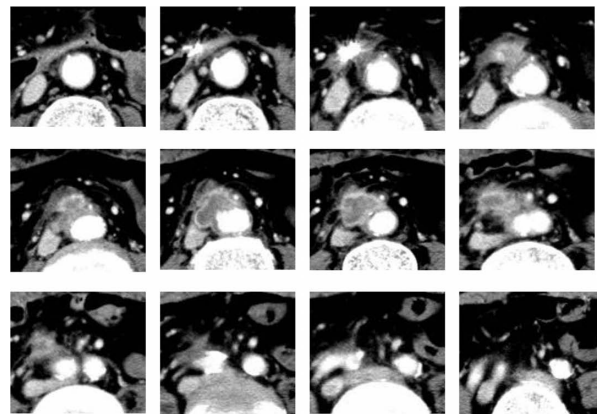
CT scan revealed a pseudoaneurysm, at the level of infra-renal arteries, oppress the horizontal portion of the duodenum.
